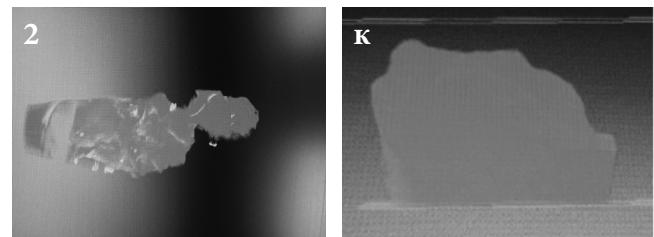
Результаты томографии периимплантатной грануляционной ткани при проведении хирургической ревизии. Пациент К. (2) и контроль (к).
